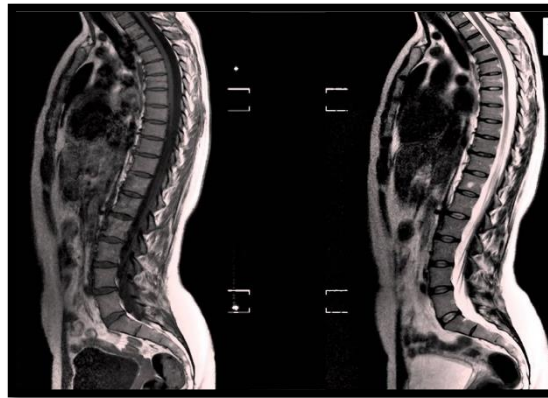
Imaginea coloanei vertebrale preluată cu ajutorul scannerului IRM [83]
